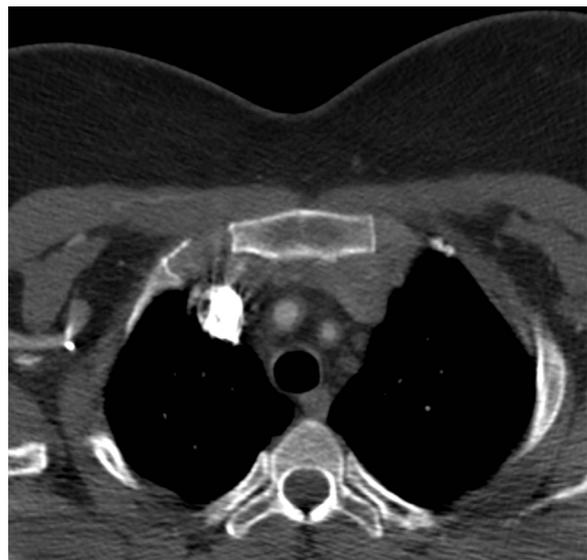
Angio-TC torácica: se aprecian engrosamiento circunferencial de troncos supraaórticos y oclusión de la arteria subclavia izquierda. Elaboración propia, imagen aportada por el servicio de radiodiagnóstico del Hospital Universitario de Getafe (Madrid).
